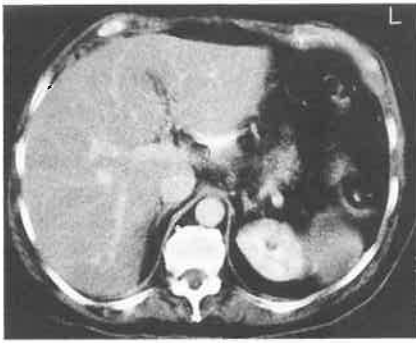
CT des Abdomens am 9. postoperativen Tag. Normale Größe und Struktur der Nebennieren bds.
